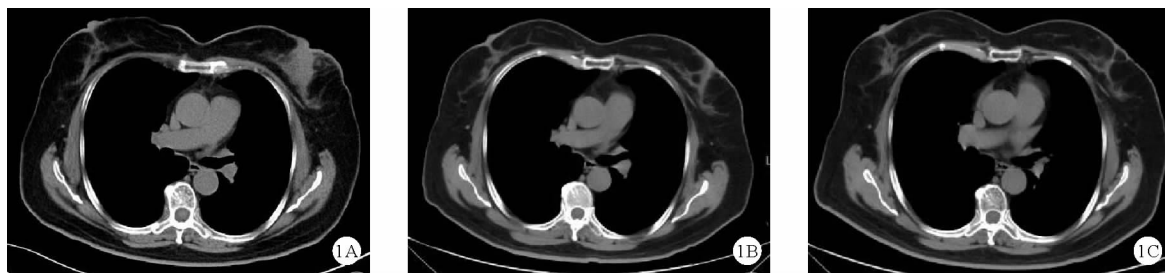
患者胸部CT检查结果(A:2018年7月4日;B:2019年2月21日;C:2019年5月30日)
